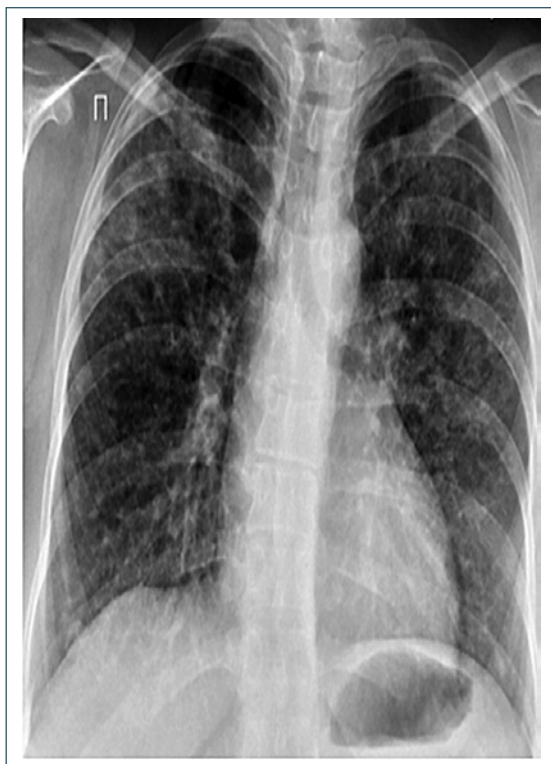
Обзорная рентгенограмма органов грудной клетки пациентки К. от 21.06.2021 г.
